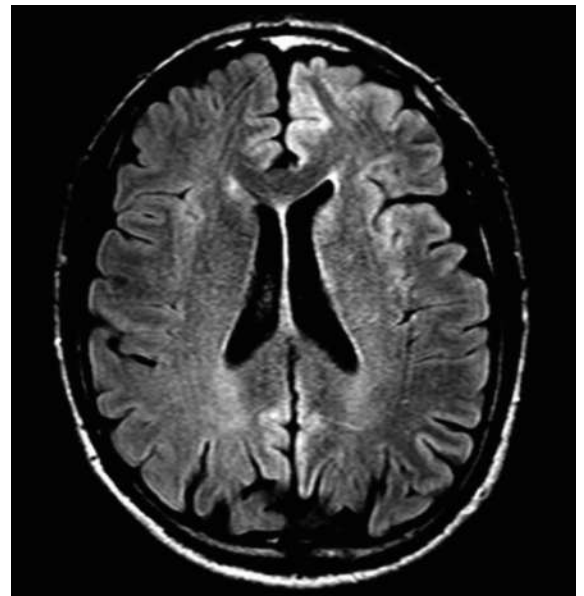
Magnetresonanztomographie des Neurokraniums in der FLAIR-Aufnahme: Ausgedehnte kortikale Signalstörung unter Einbezug limbischer Strukturen und weiter Teile der linken Hemisphäre. Die Art der Signalstörung suggeriert neuronalen Zelltod, mit Vorliegen von zytotoxischem und vasogenem Ödem.
